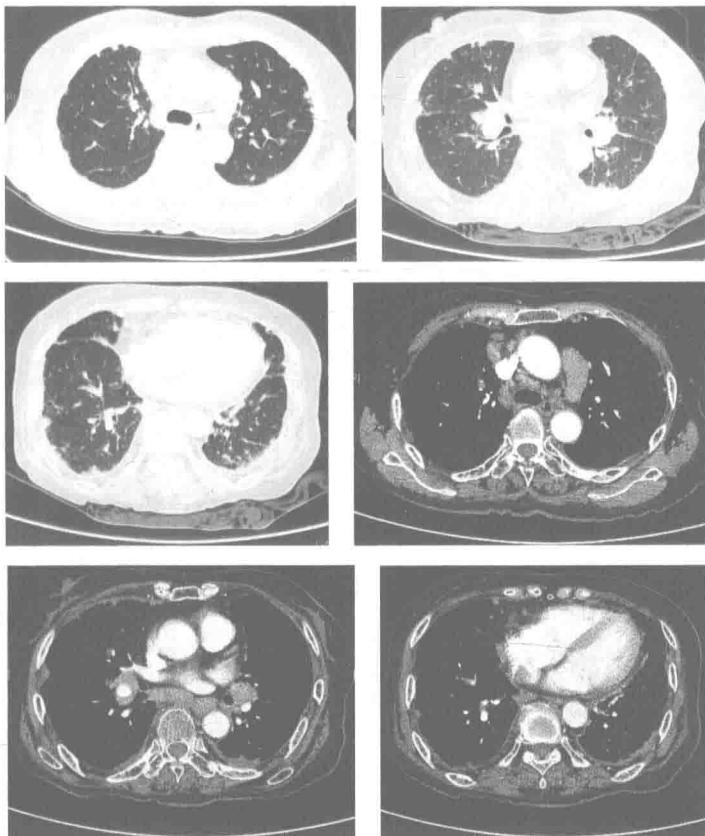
胸部增强 CT：双肺、双侧胸壁胸膜及叶间胸膜弥漫性结节，纵隔及双肺门多发淋巴结肿大
